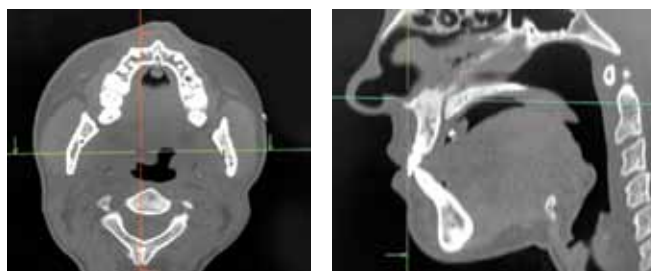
МСКТ челюстно-лицевой области с внутривенным введением «Оптирея»
